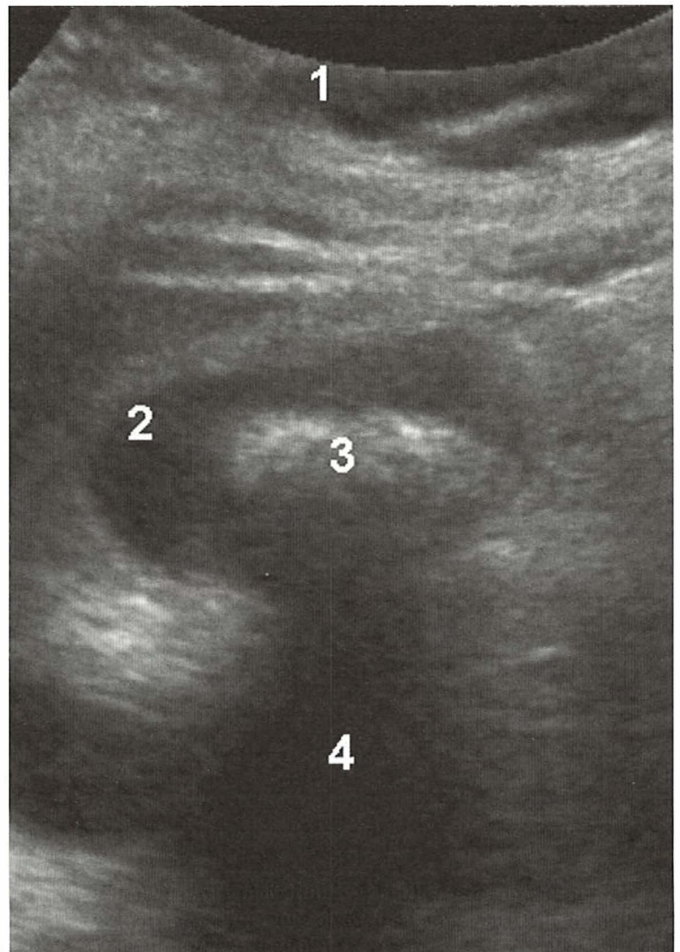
Ecografie a colecistului care indică prezența de calculi veziculari. (1) Peretele abdominal anterior; (2) colecist; (3) calculi; (4) con de umbră.
